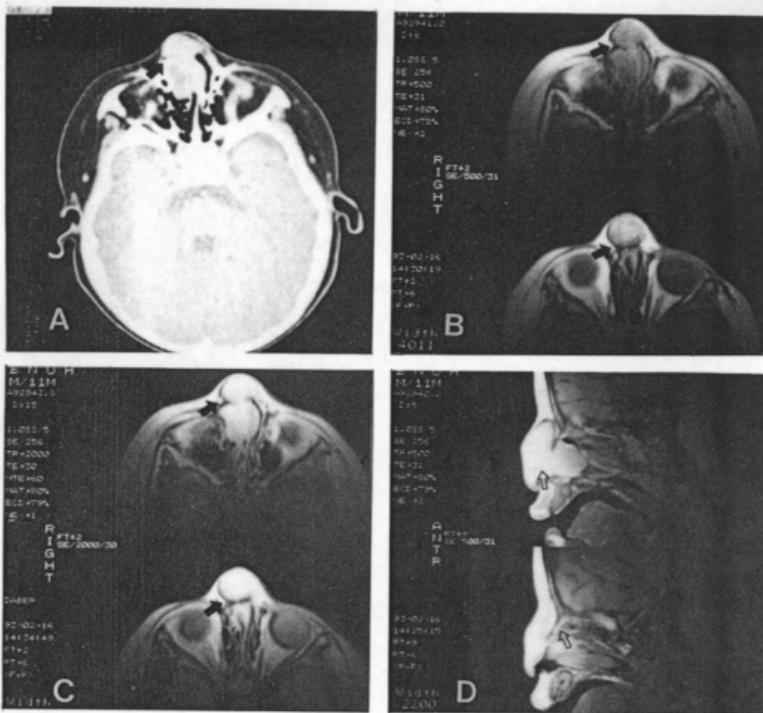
The axial view of CT scan. Note dumbbell-shaped mass(arrow). B. The T1WI axial view of MRI. Note low signal intensity of mass(arrows). C. The T2WI axial view of MRI. Note high signal intensity of mass(arrows). D. The T1WI sagittal view of MRI. Note dumbbell-shaped mass and no intracranial connection(arrows).
